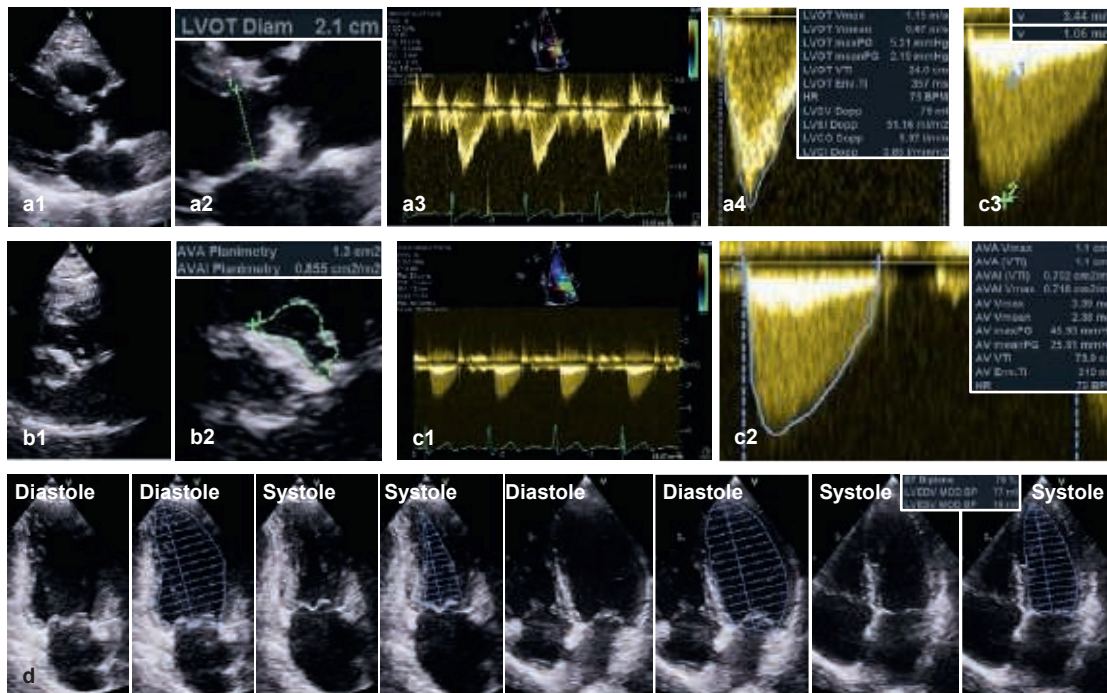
Messungen bei mittelgradiger Aortenklappenstenose. Zur Bestimmung der effektiven KÖF (1,1 cm²) nach der Kontinuitätsgleichung werden der LVOT-Durchmesser, das gepulste Doppler-Spektrum im LVOT in der apikalen langen Achse (a1–a4) und das transkathetrische cw-Doppler-Spektrum (c1, c2) dokumentiert. In der parasternalen kurzen Achse wird die KÖF (1,3 cm²) systolisch planimetrisch bestimmt (b1, b2). Die maximale transkathetrische Geschwindigkeit beträgt 3,4 m/s, der mittlere Gradient 26 mmHg. Die Ratio der maximalen Geschwindigkeiten vor und in der Stenose beträgt 0,31 (c3). Grundsätzlich erfolgt bei jedem Patienten mit AS eine biplane Planimetrie des LV zur Bestimmung des LVSV (ca. 60 ml – untere Reihe; d).
